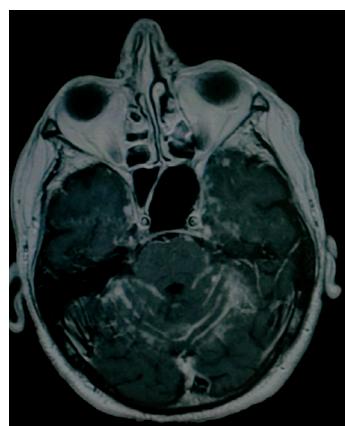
Contrast-enhanced brain MR imaging.
